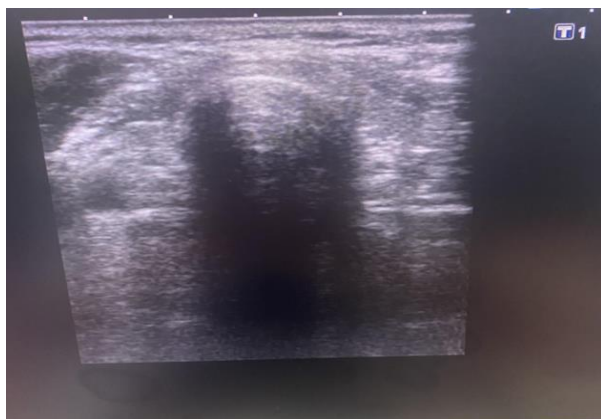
Examenul ecografic al glandei tiroide efectuate la 6 luni a perioadei post-COVID-19 (*original*)
